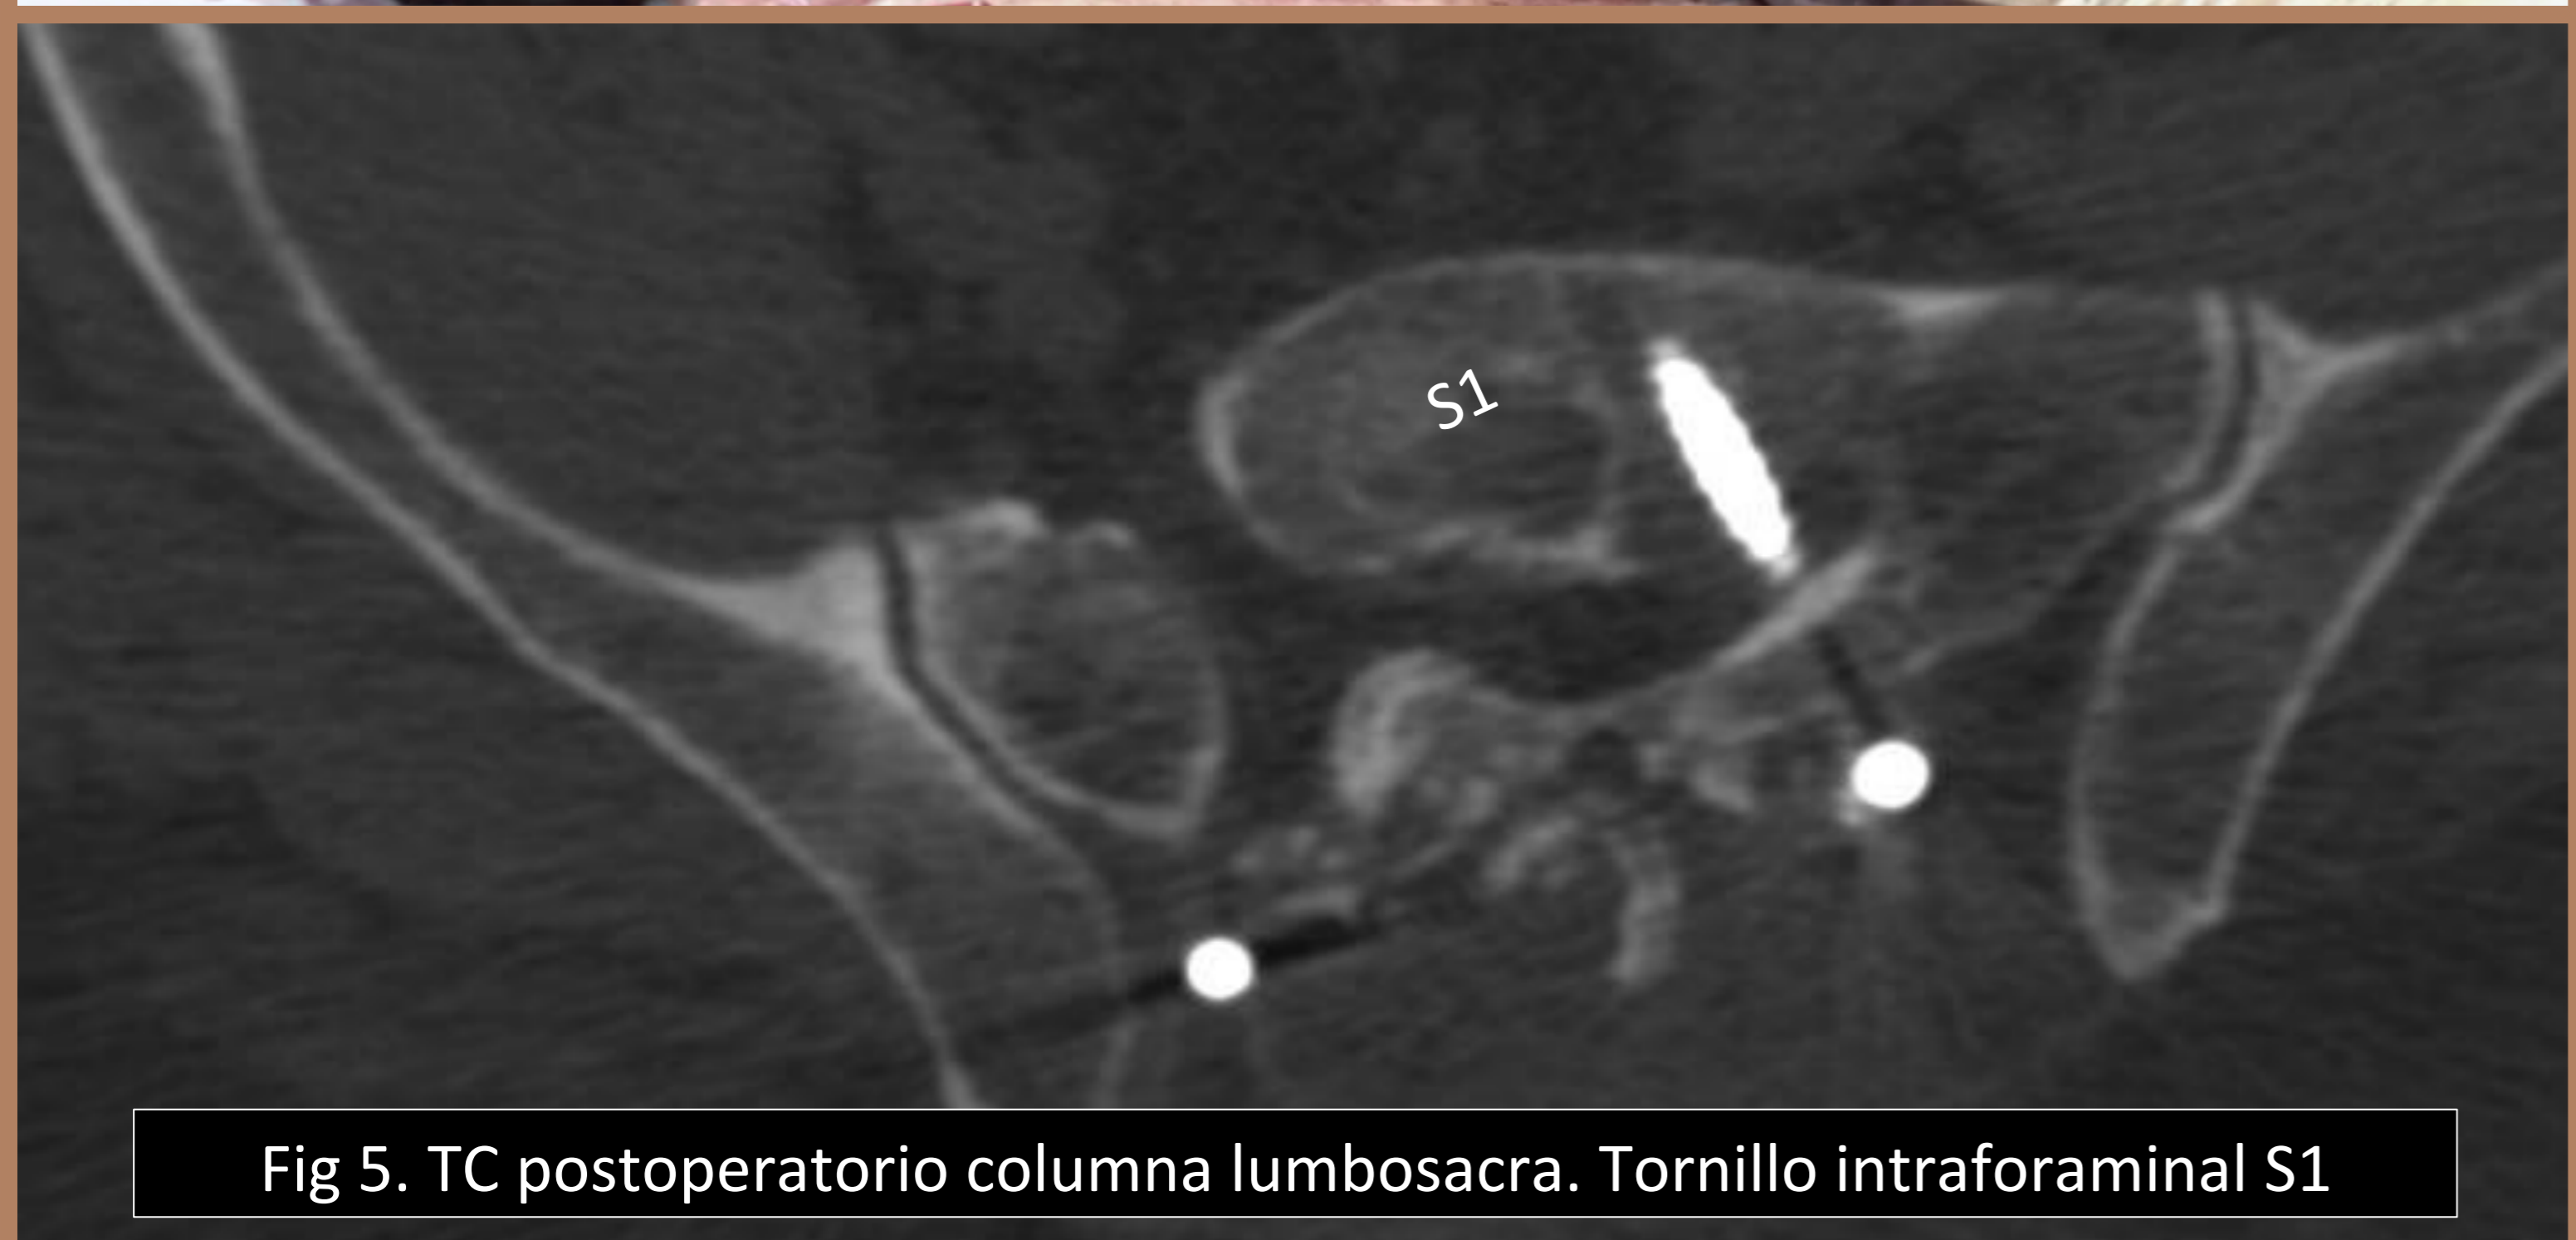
TC postoperatorio columna lumbosacra. Tornillo intraforaminal S1
